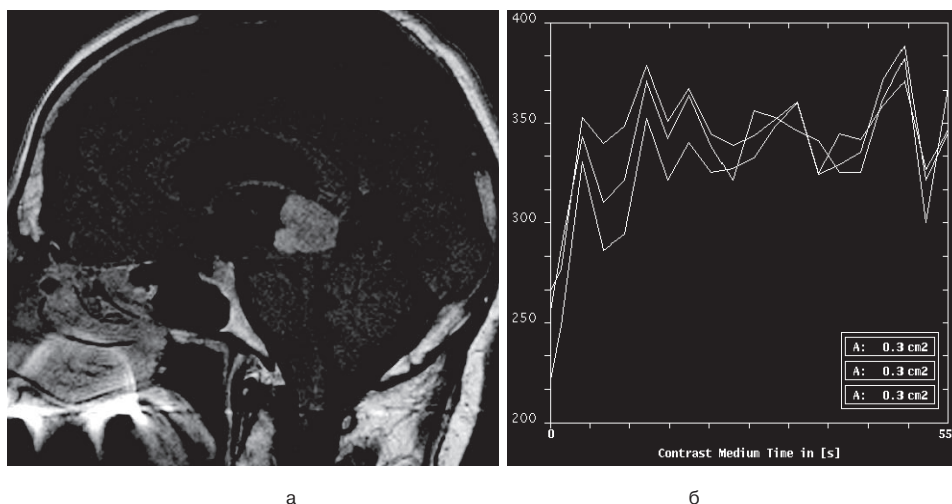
Результаты динамической контрастной МРТ у больного с пинеобластомой: а – постконтрастное T1 ВИ в сагиттальной проекции; б – кривая накопления и выведения контрастного вещества (III тип кривой)
